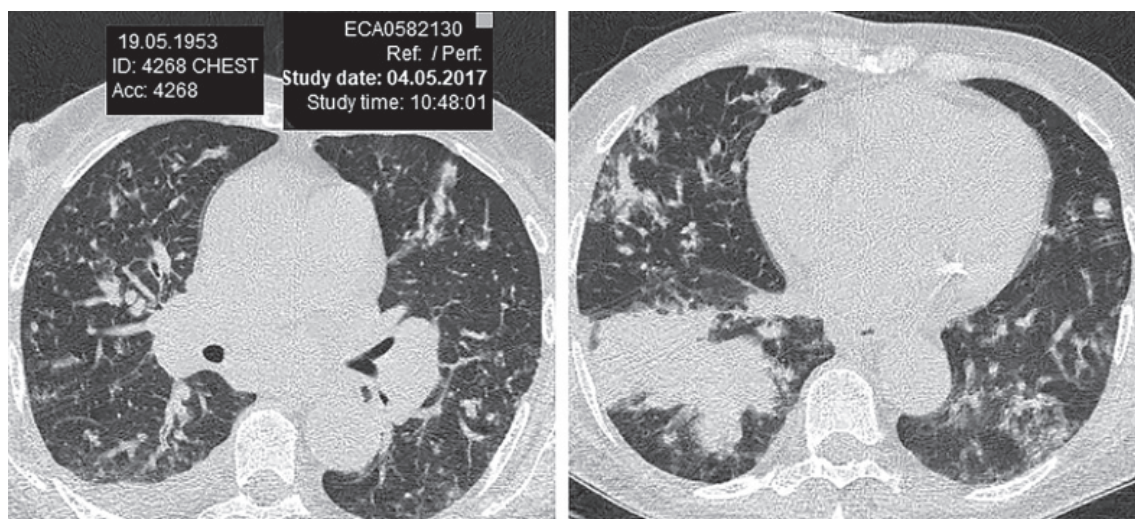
Пацієнтка Г., 64 років. КТ: множинні метастази бронхогенної карциноми з правостороннім плевральним випотом
